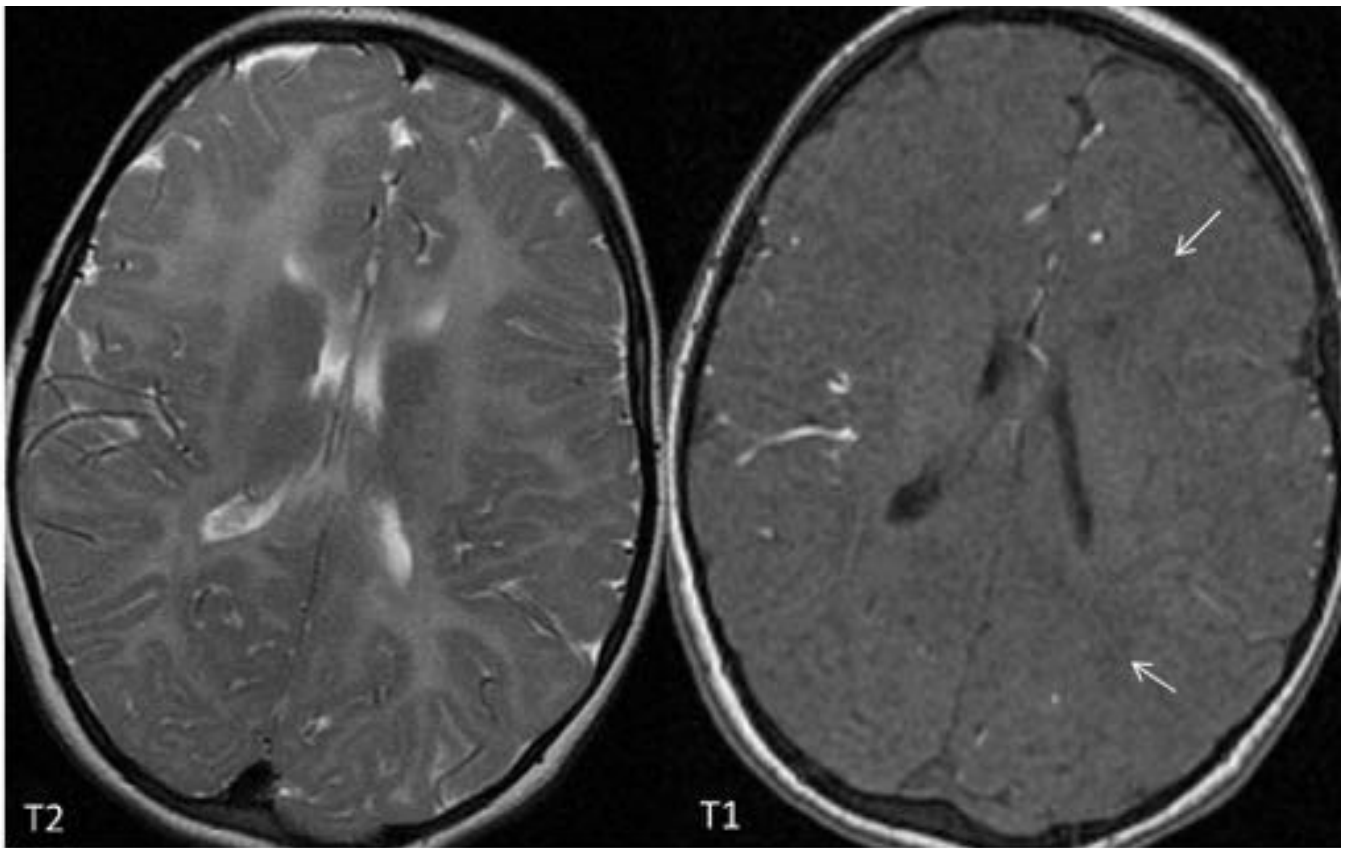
RM de cráneo con secuencias potenciadas en T2 y T1 en niño de 3 años, donde se aprecia hiperintensidad T2 difusa de la sustancia blanca. En T1 la sustancia blanca es isointensa con algunas áreas hipointensas con respecto a la sustancia gris (flechas), compatible con hipomielinización.
